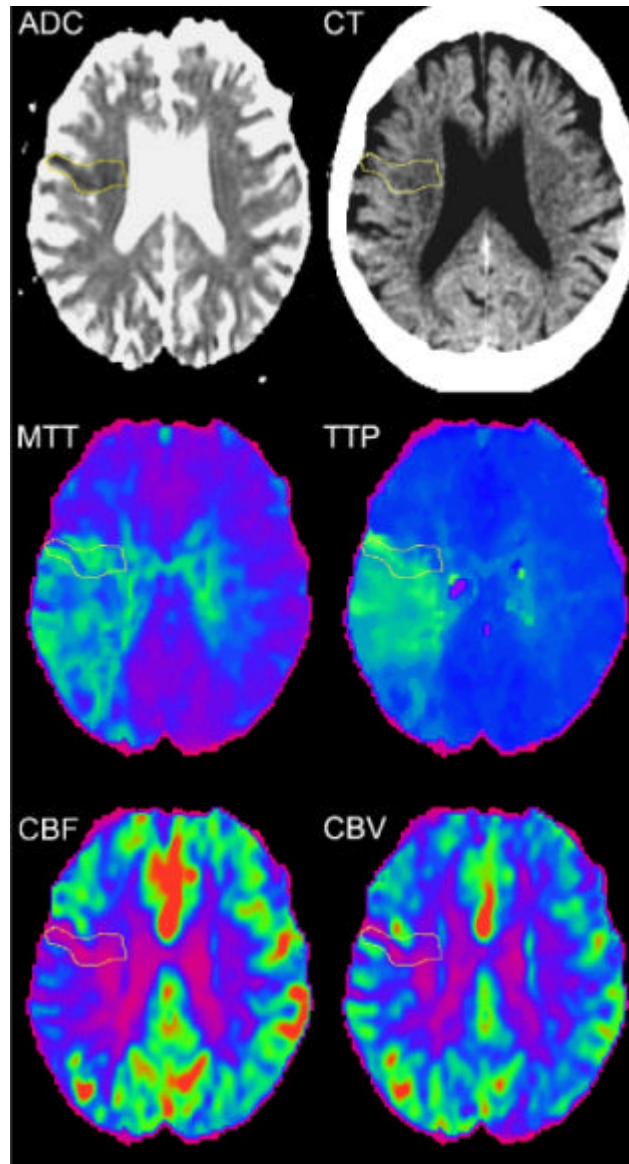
CT und MRT-Bilder einer 80-jährigen Patientin mit einer kontralateralen Hemiparese (NIHSS: 13 Punkte), die rund 2,2 Stunden (CT, MRT 36 min später) nach Auftreten der Schlaganfallsymptome angefertigt wurden. Die im ADC erkennbare Läsion (ADC-gemindertem dunklerem Areal) wurde mit der Maus umfahren und auf die anderen Bildqualitäten (CT, MTT, TTP, CBF, CBV) übertragen. Zur Feststellung der Differenz zwischen dem ischämischen Gebiet und dem nicht betroffenen Hirngewebe wurde die kontralaterale Seite mituntersucht. Von den dargestellten Läsionen sind die MTT-, TTP- und die CBF-Läsion wesentlich größer als die ADC-Läsion, während die CBV-Läsion annähernd den Ausmaßen der ADC-Läsion entspricht.
